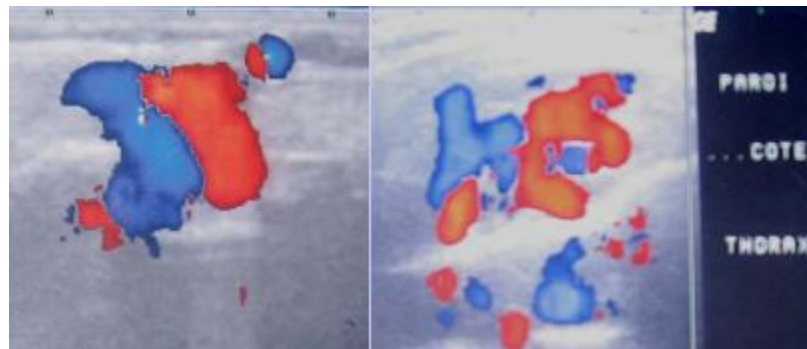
Echodoppler couleur : masse constituée de multiples vaisseaux enchevêtrés
